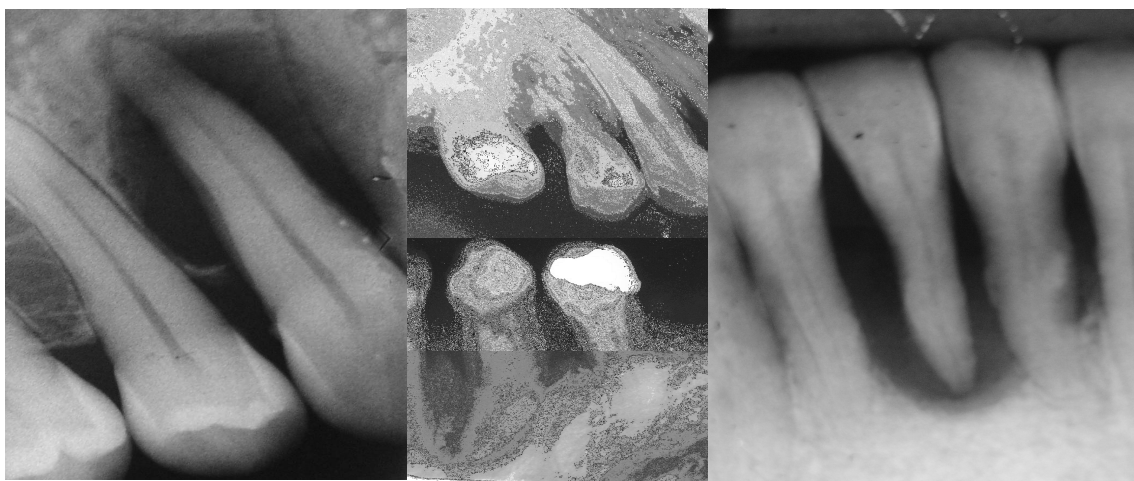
Radiografias de alguns casos iniciais utilizados neste experimento.
